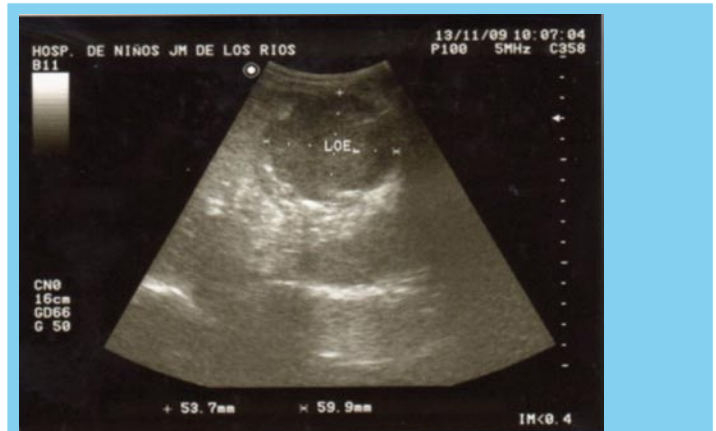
Ultrasonido Abdominal: corte transversal: LOE. Caso N° 1
